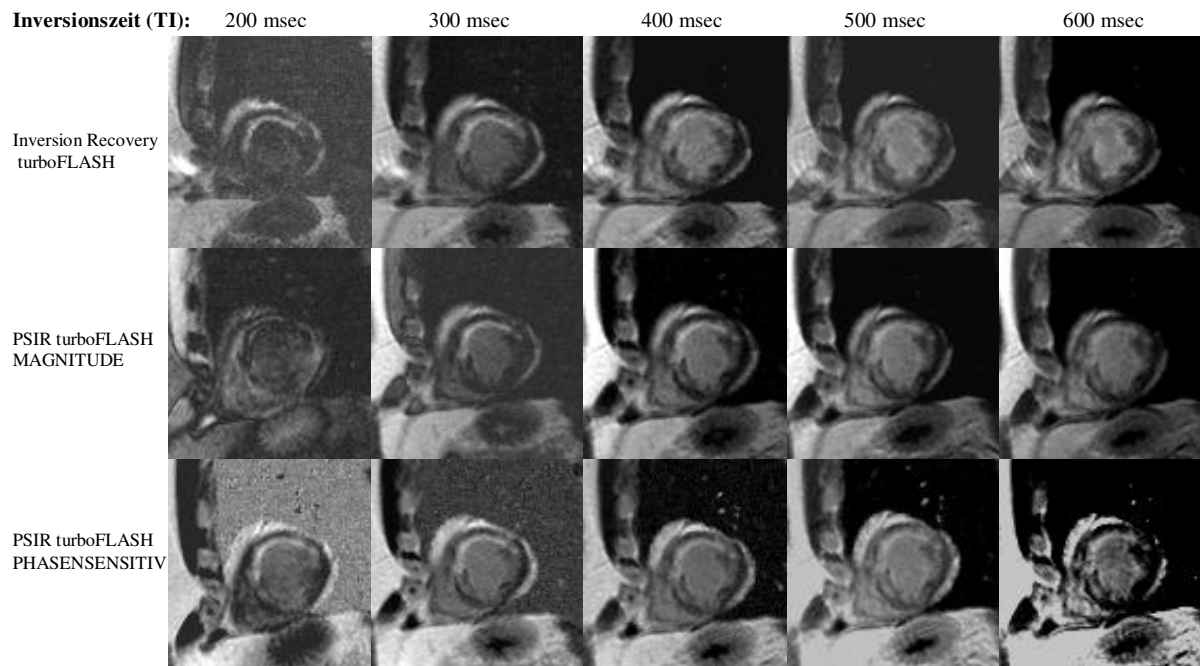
MRT-Bildsatz eines 49-jährigen Patienten mit anterior und anteroseptal lokalisiertem, nicht vollständig transmurem Myokardinfarkt: Alle 15 Bilder wurden in Schichtorientierung in der kurzen Herzachse bei identischer Schichtposition aufgenommen. Jede Bildreihe zeigt eine der drei Sequenztechniken zu unterschiedlichen Inversionszeiten. In der ersten Reihe sind die Magnitude-rekonstruierten Bilder der Inversion Recovery turboFLASH (Referenz-) Sequenz mit in 100 msec-Schritten von 200 bis 600 msec aufsteigenden Inversionszeiten dargestellt. Die zweite Reihe zeigt die Magnitude-rekonstruierten Aufnahmen der PSIR turboFLASH Sequenz. Die dritte Reihe beinhaltet die Bilder der Phasen-sensitiv rekonstruierten PSIR turboFLASH Sequenz. Im Falle der Datenakquirierung durch die magnitude IR turboFLASH-Technik zeigt sich bei einer kurzen Inversionszeit (200 msec) ein sich im Vergleich zum intakten Myokard hypointens darstellendes Infarktgebiet mit negativem Kontrast. Bei längeren Inversionszeiten erscheint das Infarktareal verglichen mit intaktem Myokard jedoch zunehmend hyperintens. Im Gegensatz dazu bleibt das infarzierte Myokardareal bei Verwendung der Phasen-sensitiv rekonstruierten PSIR turboFLASH-Sequenz unabhängig von der Inversionszeit deutlich hyperintens. Zudem bleibt das vitale Myokard zu jeder Inversionszeit deutlich von dem mit Kontrastmittel gefüllten Cavum des linken Ventrikels abgrenzbar.
